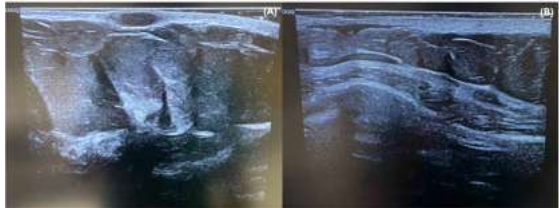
Ecografía cutánea axilar. (A) Nódulo hipocogénico de contornos mal definidos (B) Tracto fistuloso hipocogénico, único y engrosado, sin conexión epidérmica, compatible con fistula simple tipo A de Martorell.
